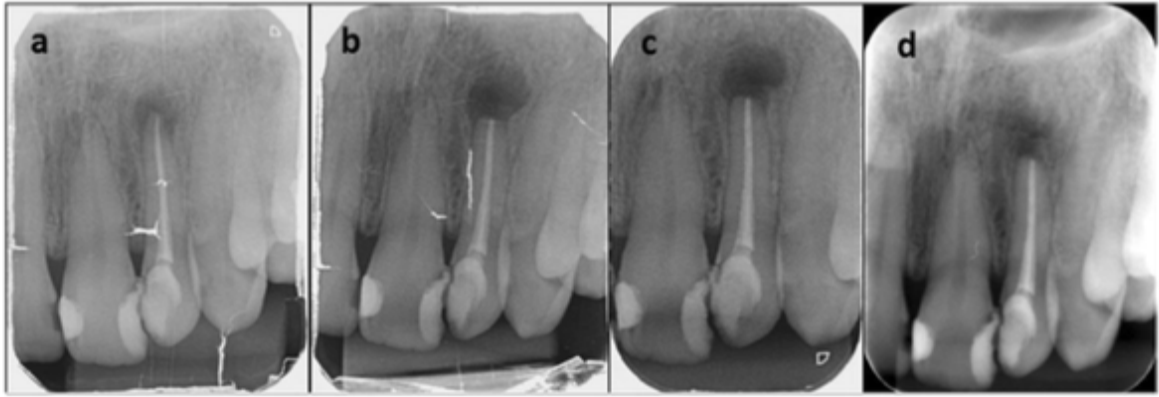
Images radiographiques pré- et post- opératoire d'une résection apicale sur 22 chez un patient du groupe témoin [54].
